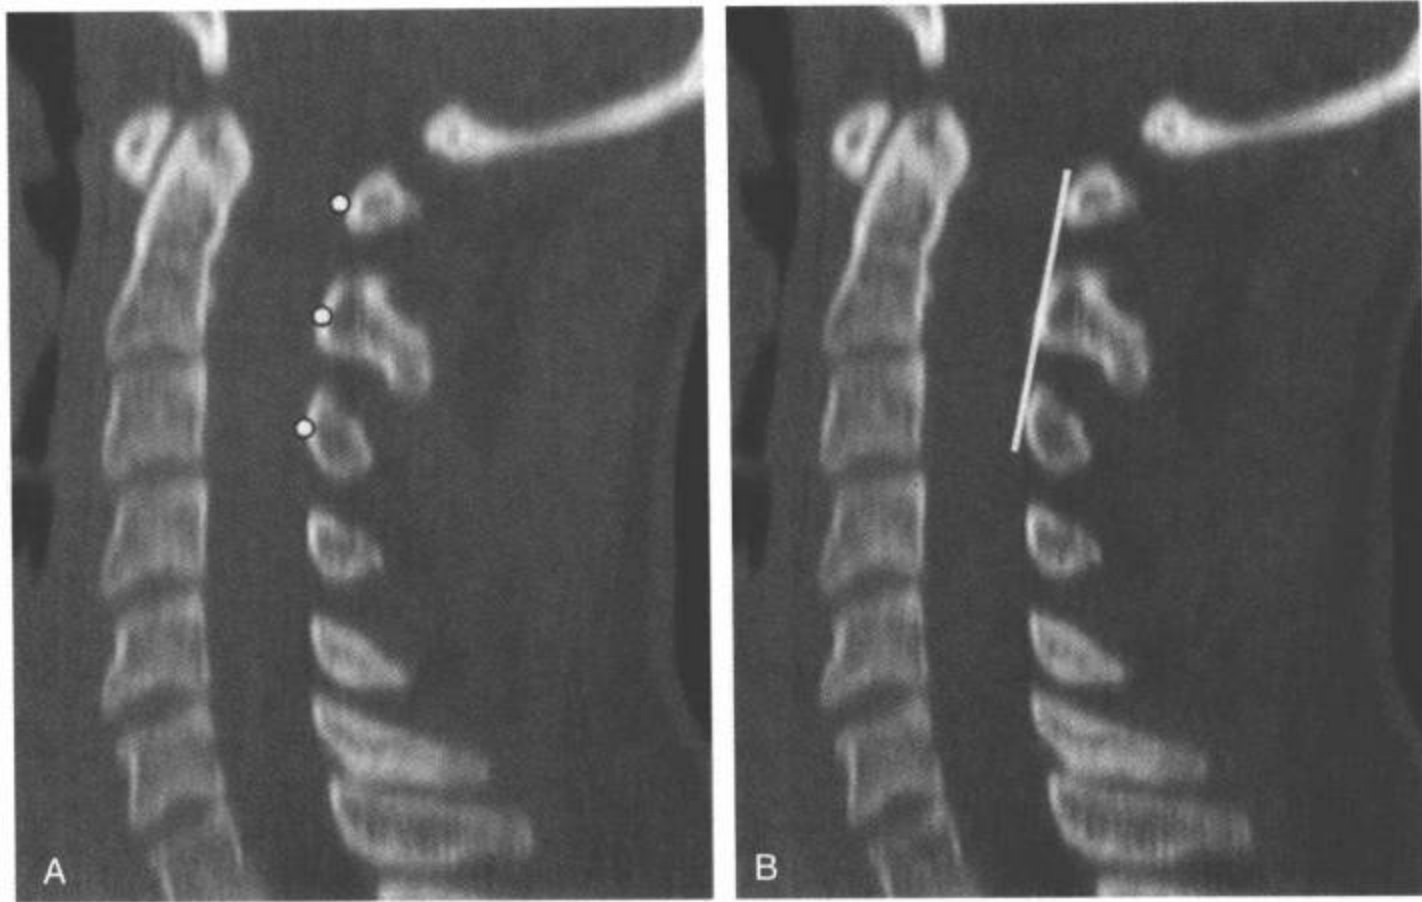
棘突椎板线。A, B: 正常颈椎的 CT 多平面重组正中矢状面图像。棘突椎板线 (B 中白线) 是颈椎侧位片上容易显现的一条重要解剖标志。这条线的任何移位可能是轻微创伤性椎体损伤/脱位的迹象。这与上颈椎特别相关, 其复杂的解剖和常不存在相关的神经功能缺失导致诊断变得困难。一条从 C1-C3 棘突椎板线 (A 中白点) 所画的连线 (B 中白线) 应该与 C2 棘突椎板线相交。C2 棘突椎板线与 C1 和 C3 棘突椎板线间所画的连线相比, 超过 2mm 的移位为异常。
